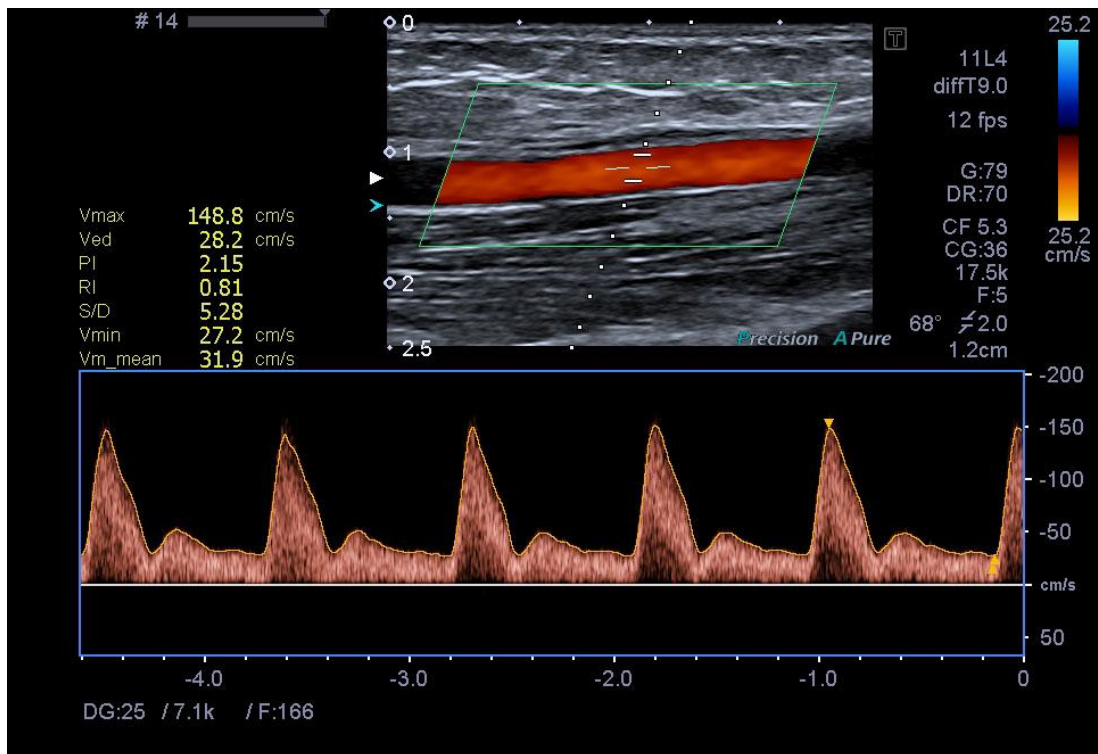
Imagem ultrassonográfica do fluxo da artéria braquial em repouso em modo Doppler pulsado (abaixo).
